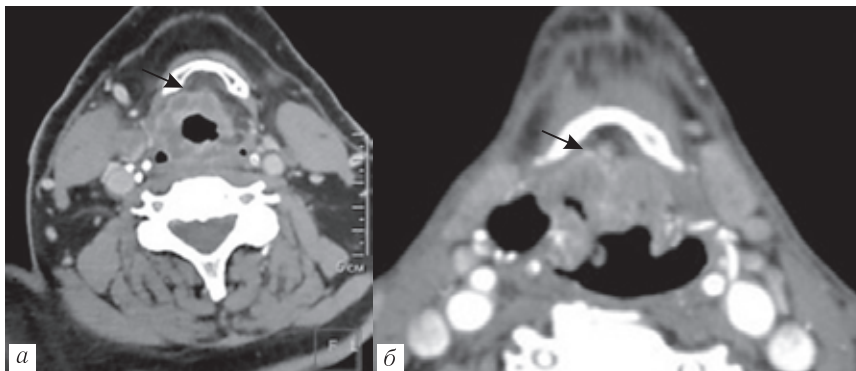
Компьютерные томограммы: *а, б* — аксиальный срез разных пациентов с опухолью надскладкового отдела гортани и инвазией преднадгортанникового пространства (стрелки)
